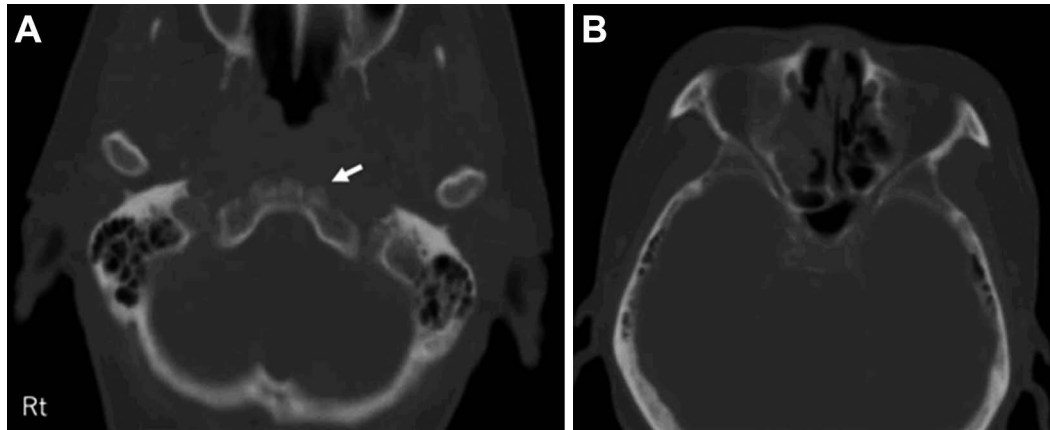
CT of the skull base shows mild erosion of the clivus (A) and right sinusitis that had not resulted in erosion of the surrounding bone (B).
